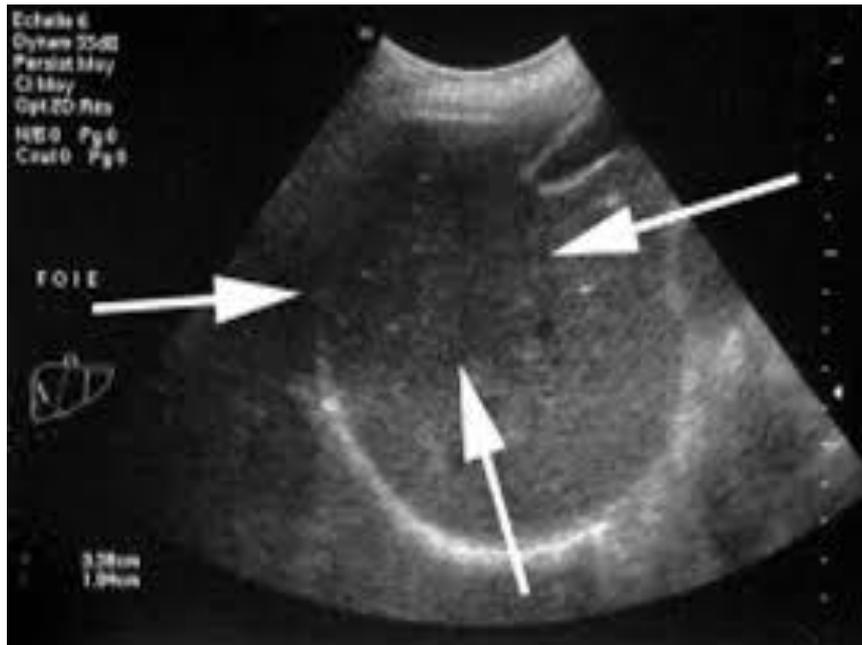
image échographique d'un abcès hépatique collecté
